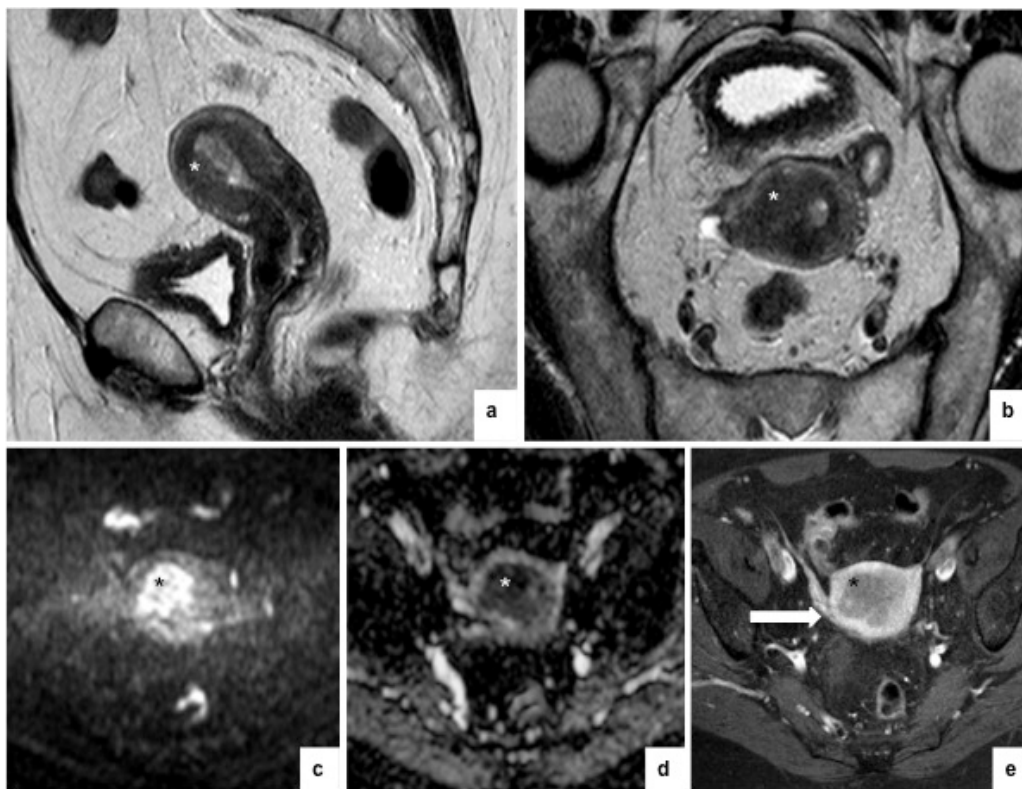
Imagens de RM ponderadas em T2 nos planos sagital (a) e axial do corpo do útero (b), estudo de difusão no plano axial, b=1000 (c) e mapa ADC (d), e imagem ponderada em T1 com saturação de gordura após administração de gadolínio no plano axial (e) demonstram carcinoma do endométrio (asterisco) com sinal intermédio em T2 e restrição no estudo de difusão, que invade a metade exterior do miométrio, importante factor de prognóstico melhor estudado após administração de gadolínio, que permite obter melhor contraste entre o tumor e o realce do miométrio (seta). A análise histológica da peça operatória confirmou o diagnóstico de carcinoma do endométrio do tipo endometrióide, bem diferenciado (G1), estágio IB da FIGO, 2009.
